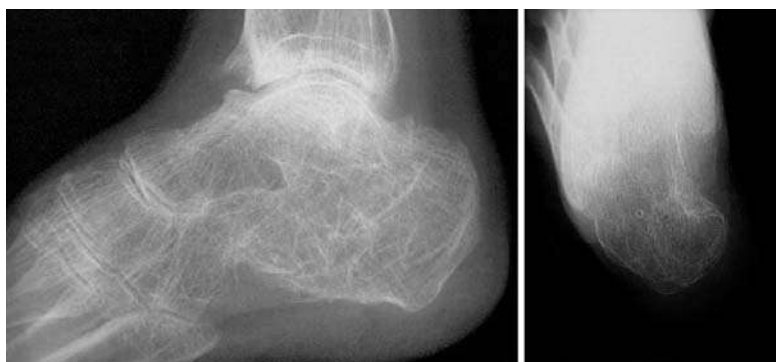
Фотовідбитки рентгенограм стопи х-ої Х., і/х 10166
